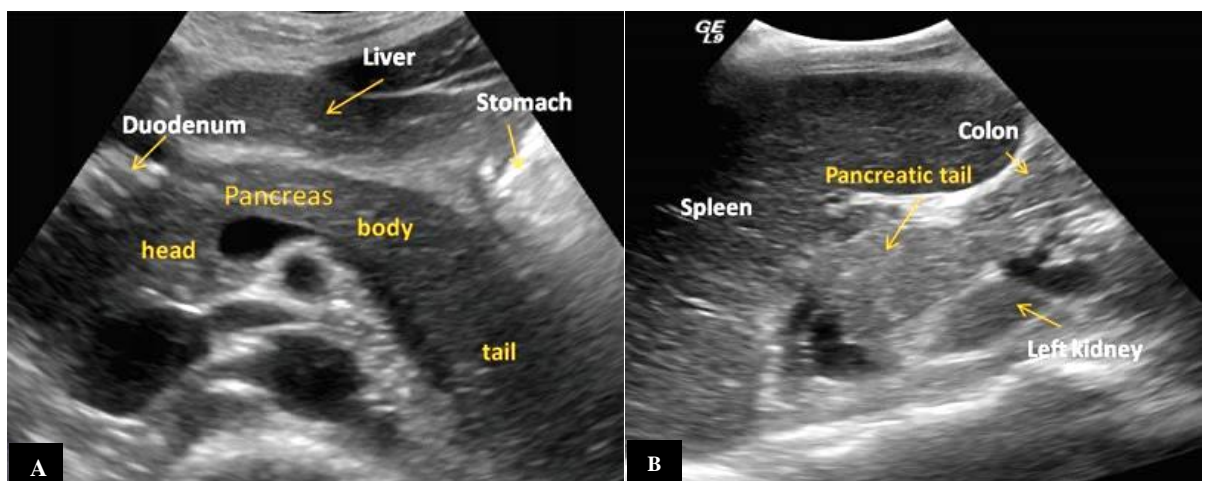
Anatomie normale du pancréas à l'échographie trans-abdominale. Coupe échographique transversale épigastrique (A) prenant toute la glande et sagittale intercostale gauche (B) prenant la rate et la queue du pancréas (32).
